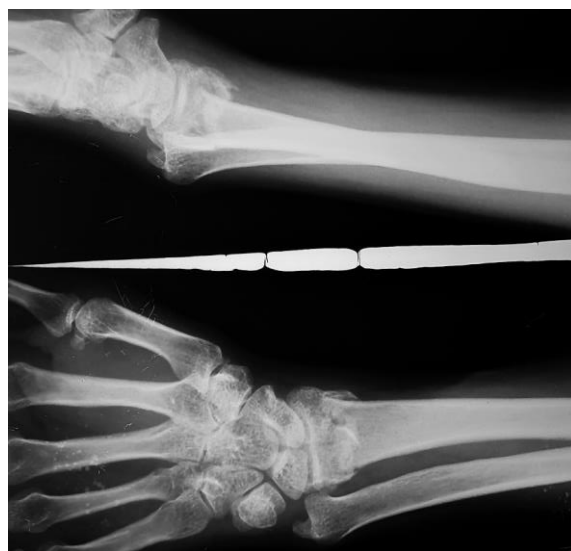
Рентгенограмма той же больной через 5 недель после травмы.
